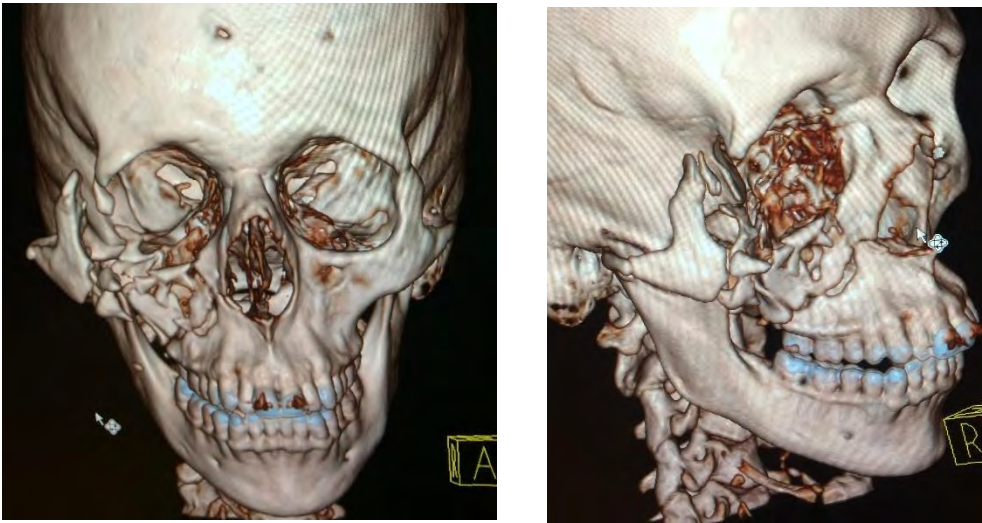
y 9 Por medio de una tomografía computarizada podemos observar fractura del arco cigomático, piso orbital involucrando la pared anterior del maxilar.³⁹
